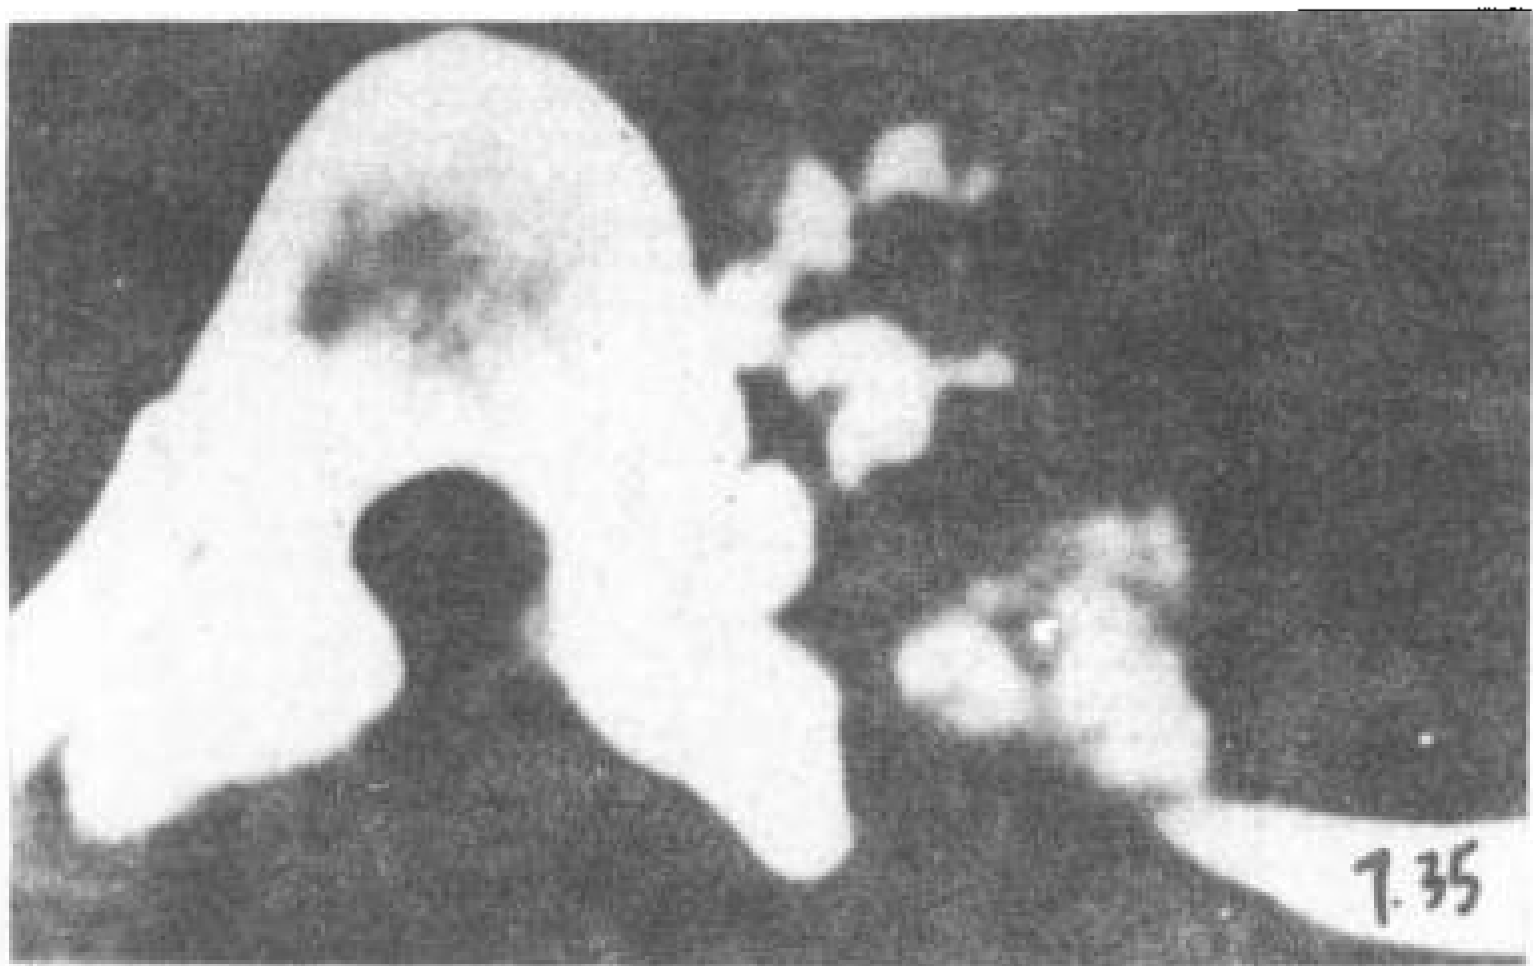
椎旁软骨肉瘤，T<sub>9</sub> CT 横断，脊柱左旁软组织肿块，内有不规则钙化。
